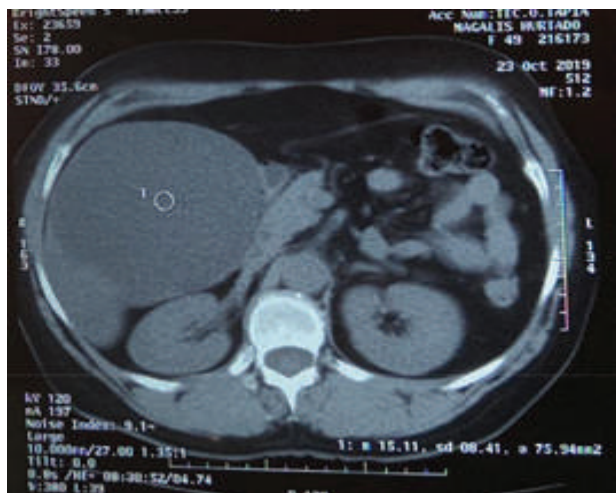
Tomografía axial computarizada de abdomen. Imagen hipodensa de aspecto quístico, coeficiente de atenuación de 16 UH, midiendo 13.1 x 10.9 cm, desplazando estructuras adyacentes.
